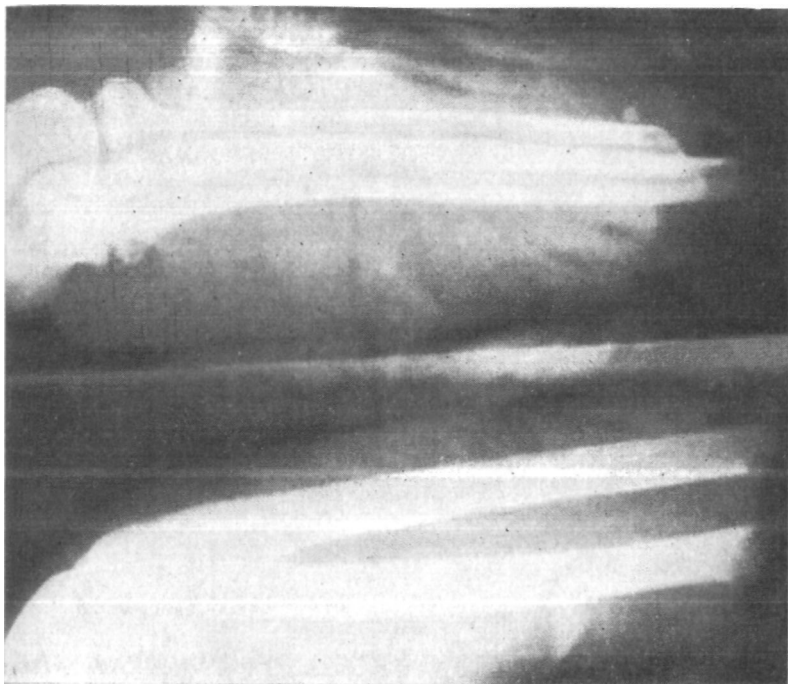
Рентгенограммы культи предплечья (тот же больной, что на рис. 9.31).
